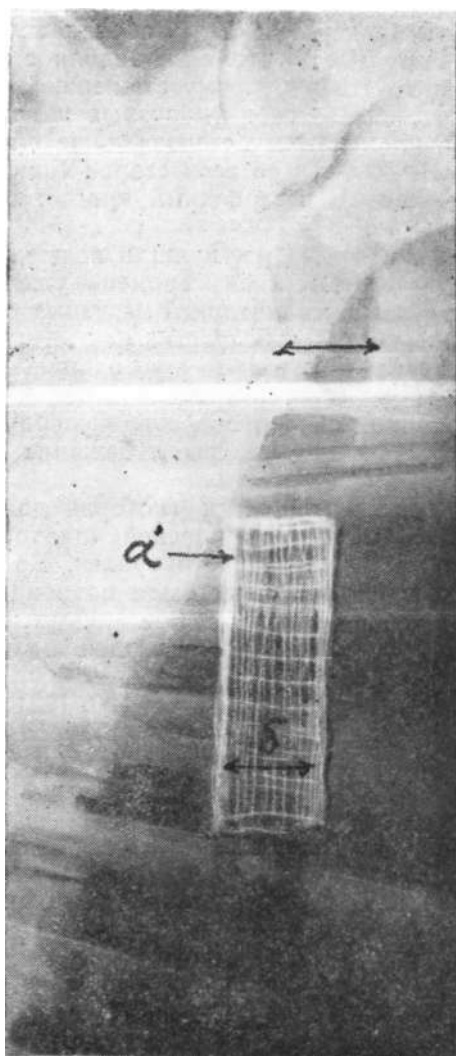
Опыт № 195. Рентгенограмма грудной клетки через 2 года после операции: *a*—танталовая сетка, *б*—незначительное сужение в области трансплантата.
